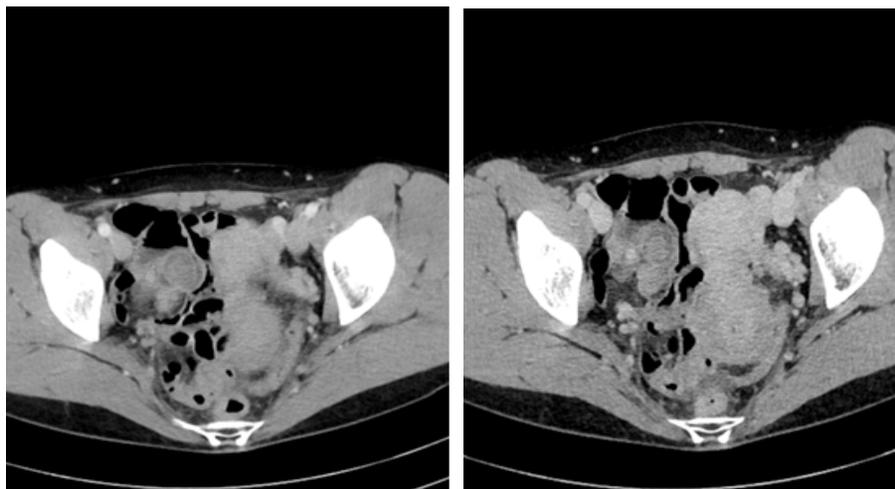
Спиральная компьютерная томография органов брюшной полости с контрастированием
